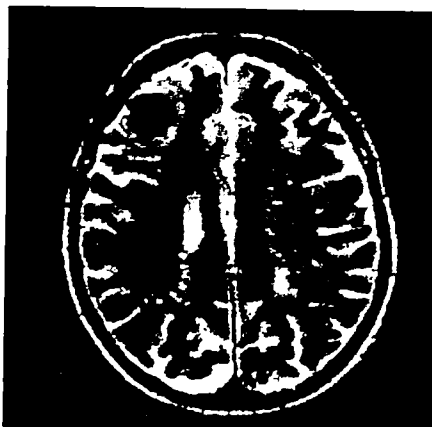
RMN cerebral. Secțiune axială T2 care evidențiază o leziune cu hiposemnal unică, rotundă, omogenă, localizată în lobul frontal drept (metastază cerebrală provenită dintr-un cancer rectal)
